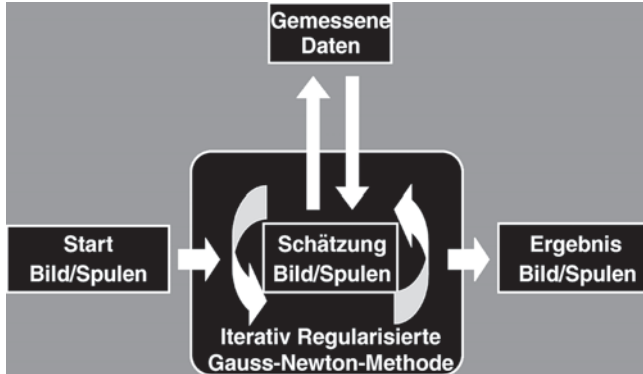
Das Prinzip der iterativen Bild-Rekonstruktionen durch regularisierte nicht-lineare Inversion. Bei dieser Berechnung werden ein MRT-Bild und die Intensitätsprofile der eingesetzten Empfangsspulen geschätzt und die dazu gehörenden Daten berechnet. Anschließend wird das Schätzbild durch iterativen Abgleich der synthetischen mit den gemessenen Daten gezielt verändert und in mehreren Schritten optimiert. Dieser Prozess kann erheblich verbessert werden, wenn sich die Lösungsvielfalt durch eine Regularisierung des Iterationsprozesses mit Zusatzkenntnissen über das gewünschte Bild und die Spulenprofile einschränken lässt.
